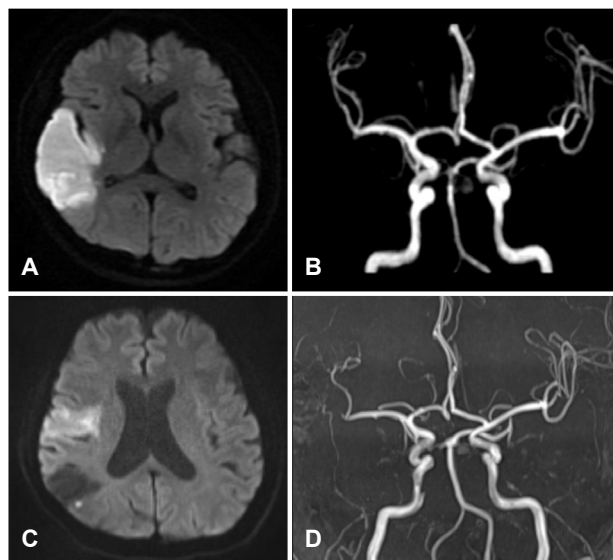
(A, B) The first event. Acute cerebral infarction in right temporal lobe on diffusion-weighted imaging (DWI) at her age 35 in other hospital. (C, D) The second event of acute cerebral infarction is shown in right frontotemporal area on DWI, and the occlusion of branch of right middle cerebral artery on magnetic resonance imaging at her age 49, first presented in our hospital.
